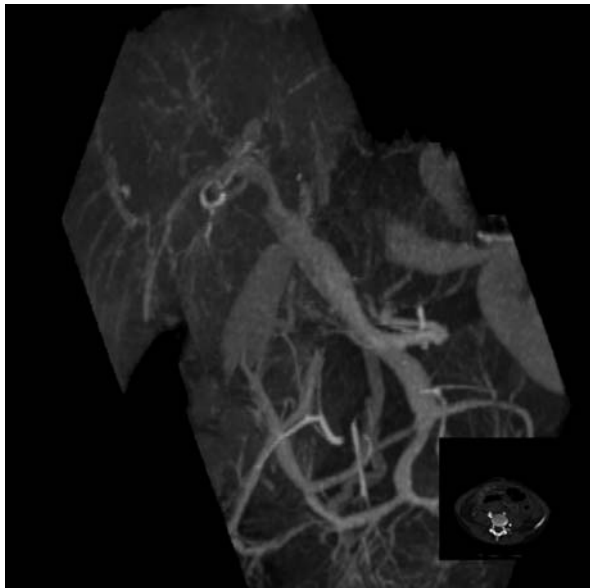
Kontrolne badanie TK. A. Rekonstrukcja wielopłaszczyznowa, stent w pniu żyły wrotnej. B. Rekonstrukcja wielopłaszczyznowa MIP (*MIP-mapping* – komputerowe opracowanie obrazu poprawiające wygląd obiektów trójwymiarowych – przyp red.), widoczny przepływ krwi cieniującej w żyłę wrotnej i krezkowej górnej. C. Rekonstrukcja MIP, przepływ krwi cieniującej w gałęziach żyły wrotnej
